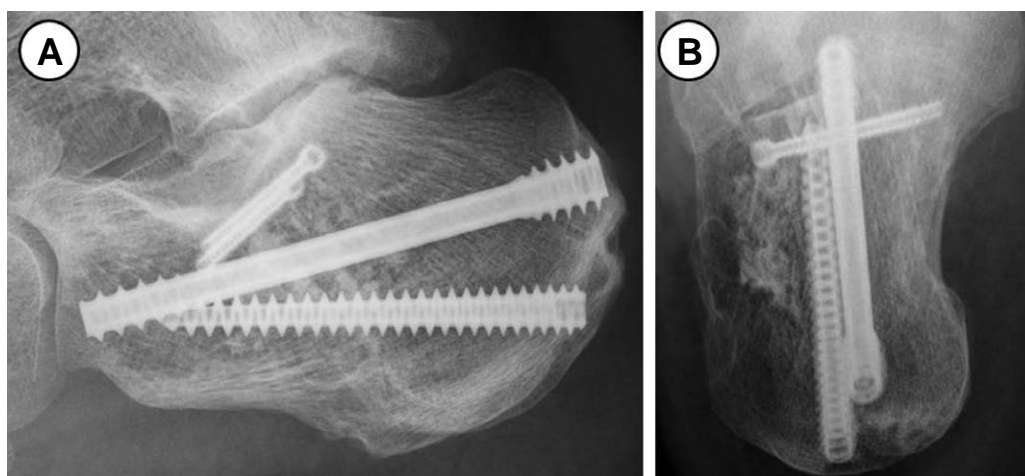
(A-B) Follow-up radiographs at postoperatively 1 year show the maintenance of subtalar joint alignment.
